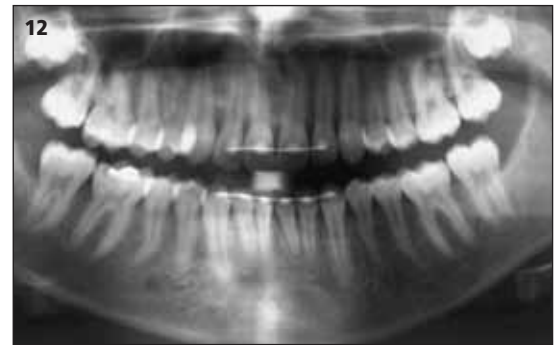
Orthopantomogram tijdens de retentiefase van de distractie-osteogenese.
